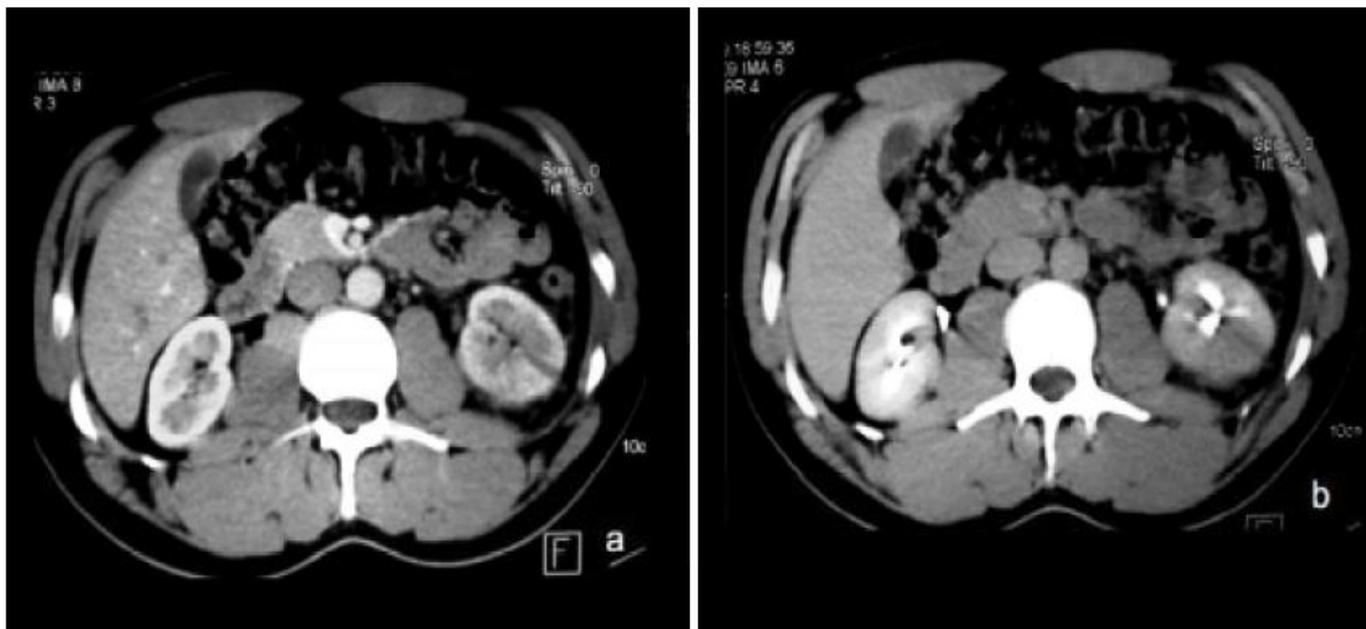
TDM abdominale après injection du PC au temps artériel (a) et tardif (b) montrant une lacération parenchymateuse profonde du rein gauche. Stade III. [520]
